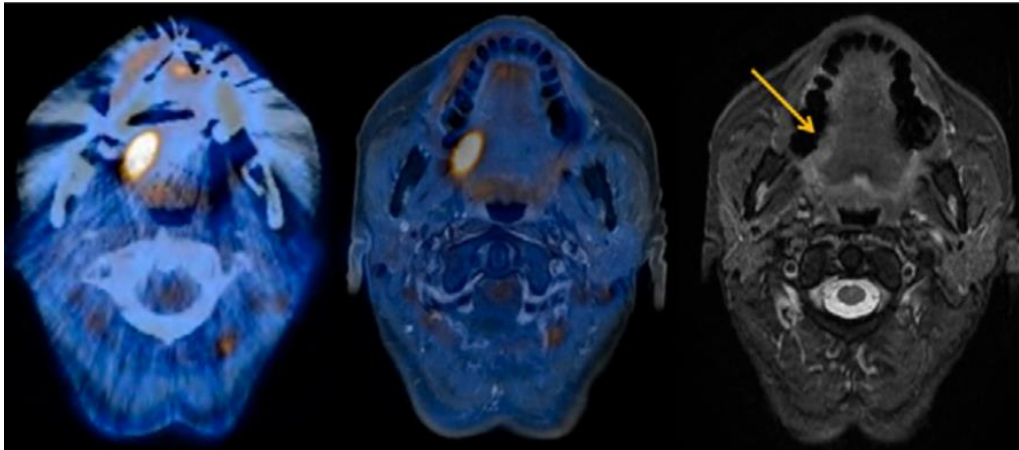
Post-terapijske whole body ^{18}F -FDG PET/MR slike pacijenta sa multiplim mijelomom.
